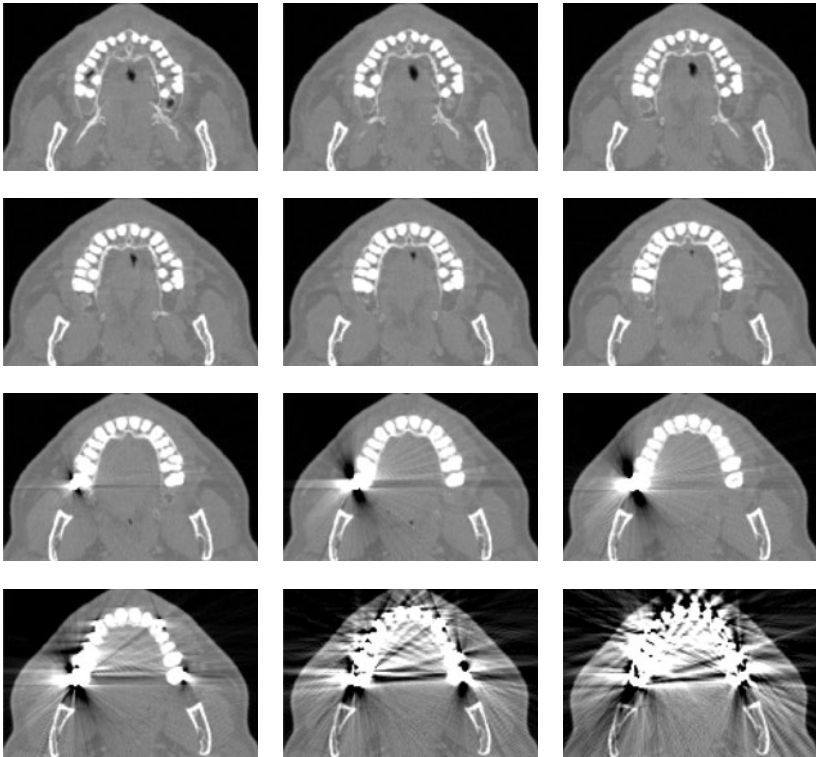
Reale CT-Aufnahmen in der Kieferregion eines Patienten mit metallischen Zahnfüllungen an variierenden Positionen. Die Schichten zeigen verschiedene Körperbereiche entlang der axialen Richtung (WL=0 HU, WW=2000 HU), (in Anlehnung an [Kra12b]).
